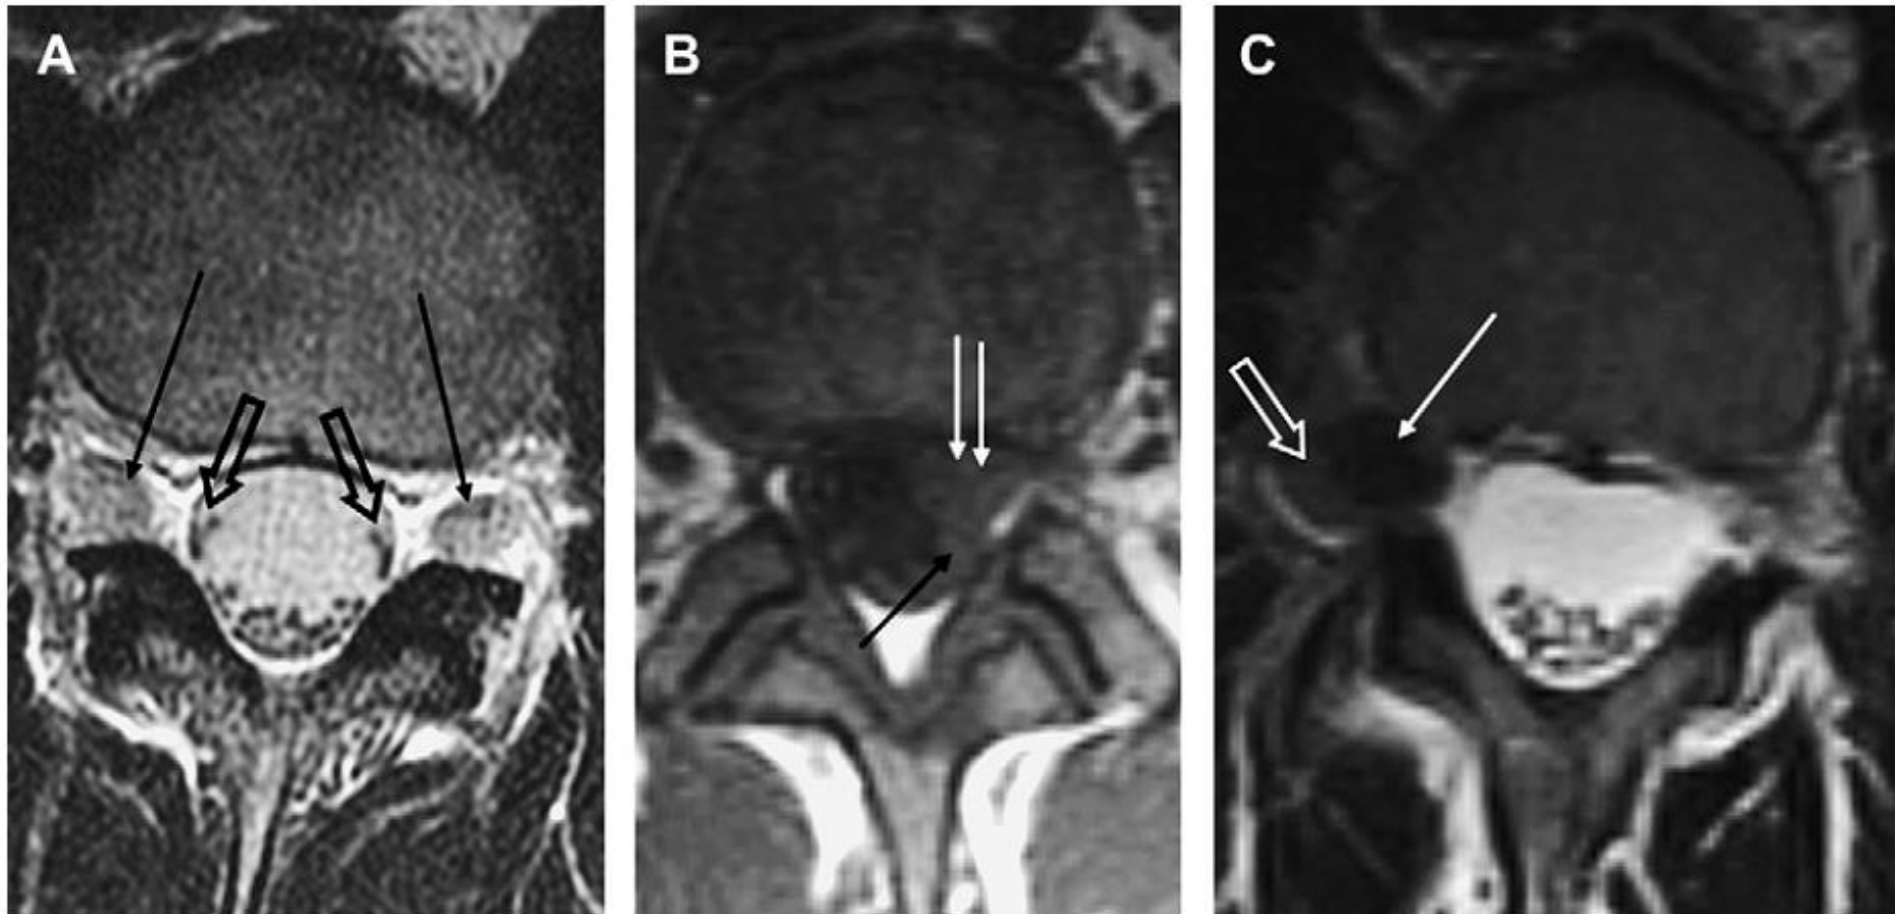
Axial T2-weighted images (A, C) and an axial T1-weighted image (B) all taken through the lower lumbar spine show various findings. (A) Normal exiting nerve roots (black arrows) and normal traversing nerve roots (open black arrows). (B) A left central and subarticular disk protrusion (white arrows) that displaces the traversing nerve root (black arrow). (C) A foraminal disk herniation that displaces the exiting nerve root (open white arrow) posterolaterally.
